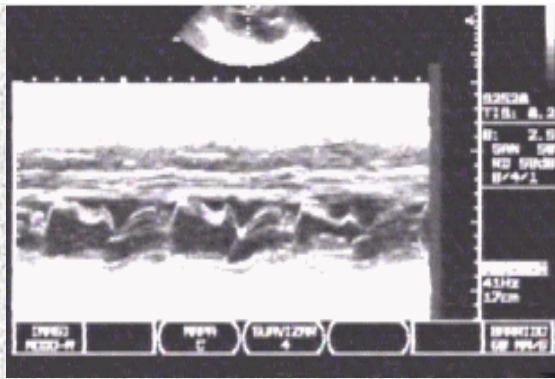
Ecocardiografía Modo M donde se observa hipertrofia septal y SAM.
